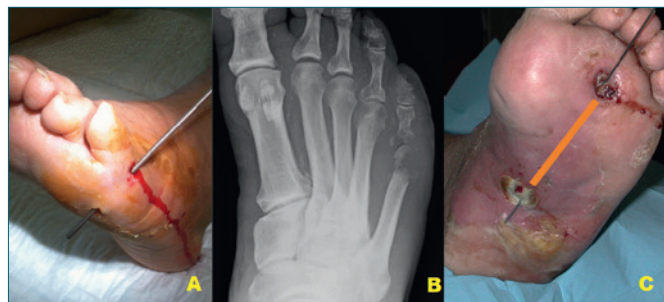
Quadro clinico e radiografico di osteomielite a partenza da ulcera plantare (A, B): i tramiti cutanei plantare e dorsale sono in comunicazione; oltre all'evidente coinvolgimento del quinto raggio, si possono notare le erosioni a carico dell'epifisi distale del quarto metatarsale. (C) Flemmone del piede a partenza da ulcerazione plantare metatarsale; fistolizzazione plantare prossimale; è evidenziata la comunicazione tra i due tramiti; all'atto dello sbrigliamento chirurgico, l'incisione cutanea li deve congiungere (linea arancione).
